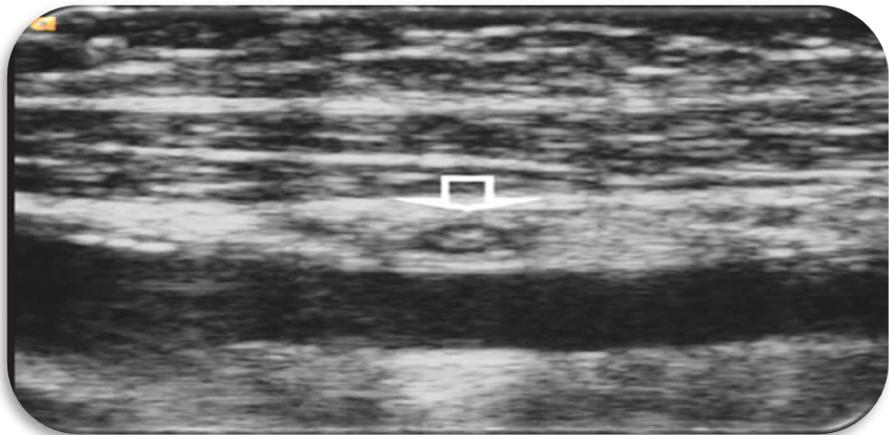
Apéndice normal visto mediante ecografía (flecha)
